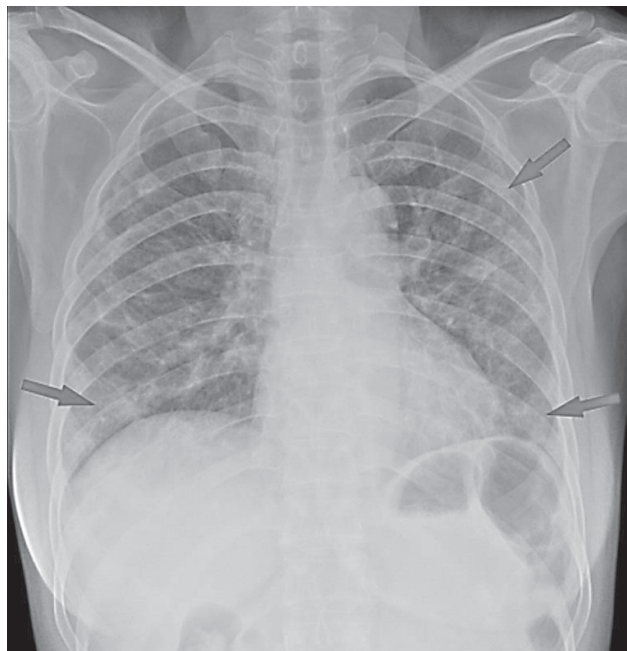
Рентгенографія в передній прямій проекції хворої на COVID-19. Двобічне розташування запальних змін (численні ущільнення за типом «матового скла» округлої форми та різноманітних розмірів, які мають периферичне чи базальне розташування)
